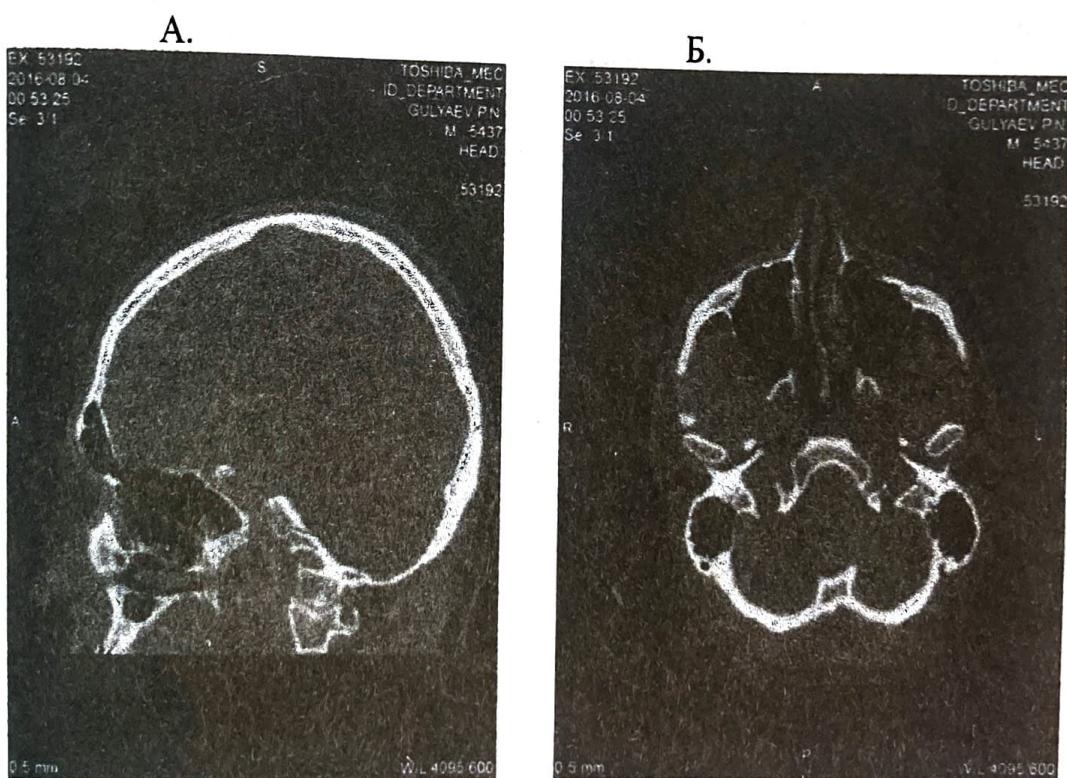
КТ-сканы полости носа с маркировкой изучаемой области (желтый крест). Пациент Г., 42 года.
